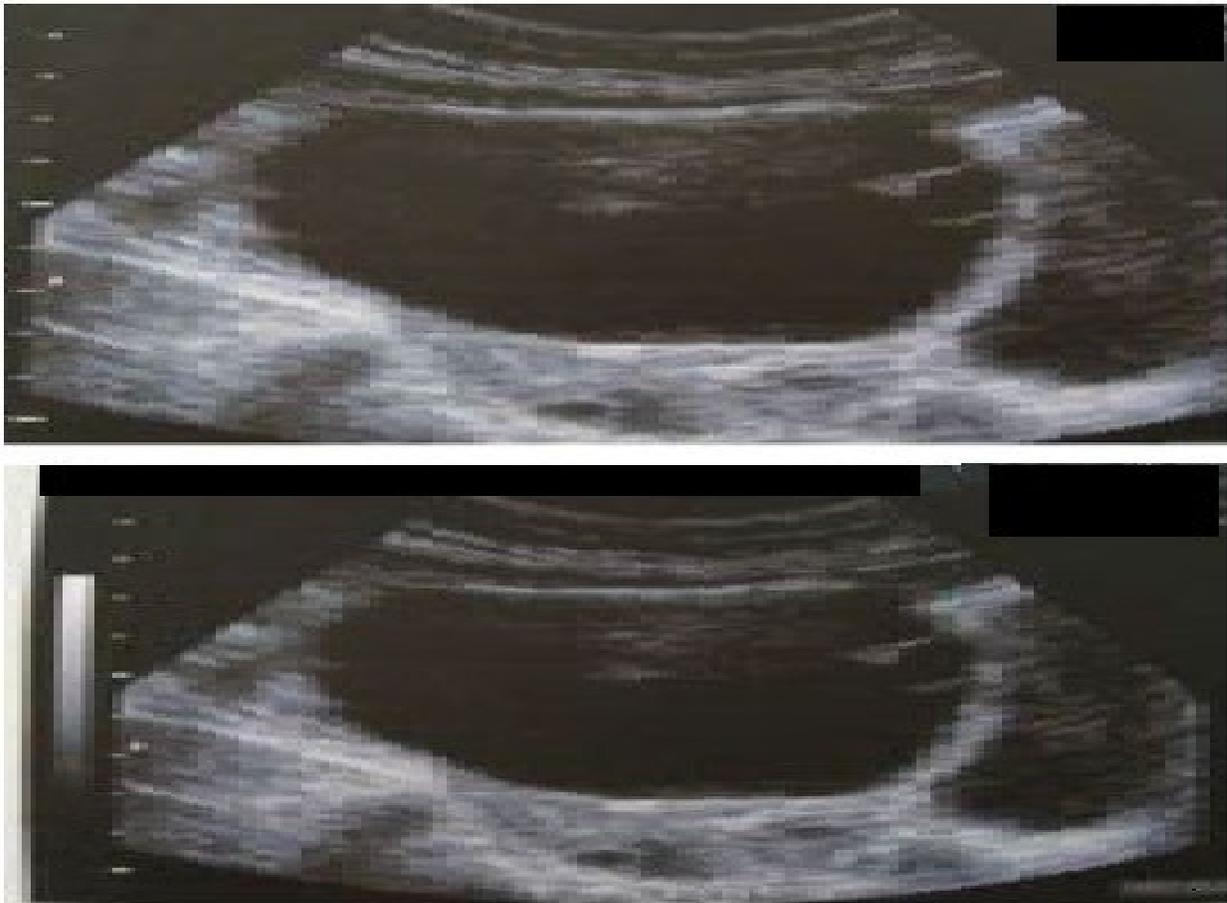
Masse latéro-utérine gauche et retro-utérine faisant 71*57 mm non dopplerisée avec fine lame d'épanchement intrapéritonéal.
